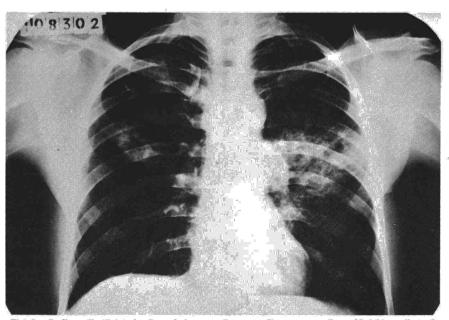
Radiografía (P.A.) de tórax de ingreso. Correspondiente a un enfermo diabético afecto de tuberculosis pulmonar.
